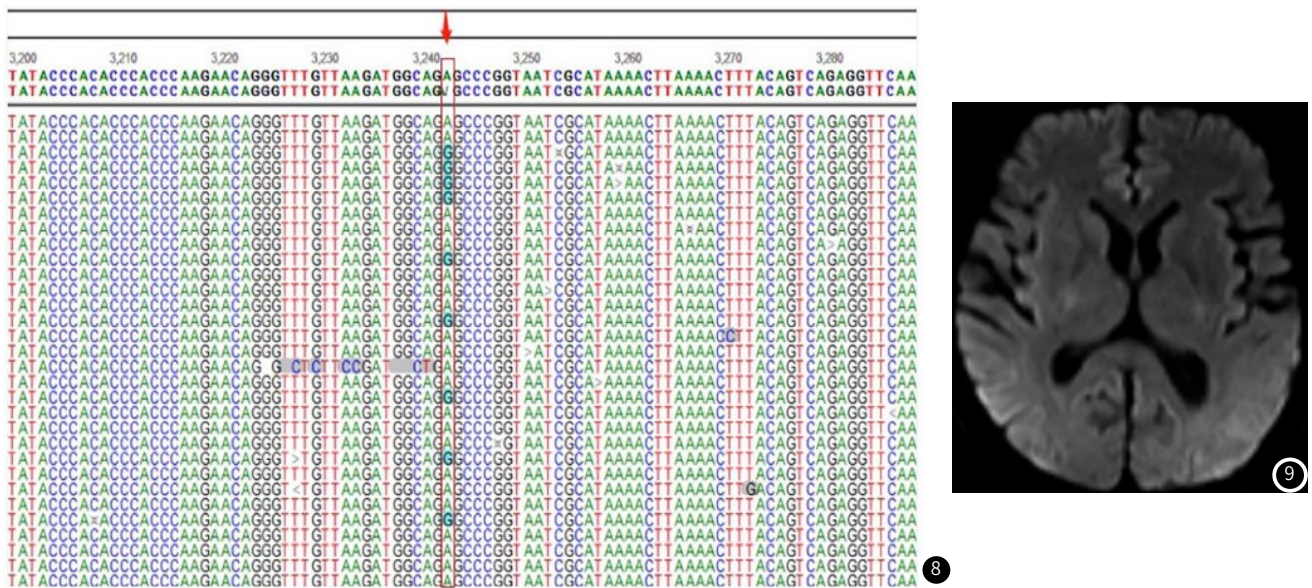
外周血线粒体基因二代测序示MT-TL1基因m. 3243A>G突变。图9 2019-4-28(Diffusion-weighted MRI, DWI)。
